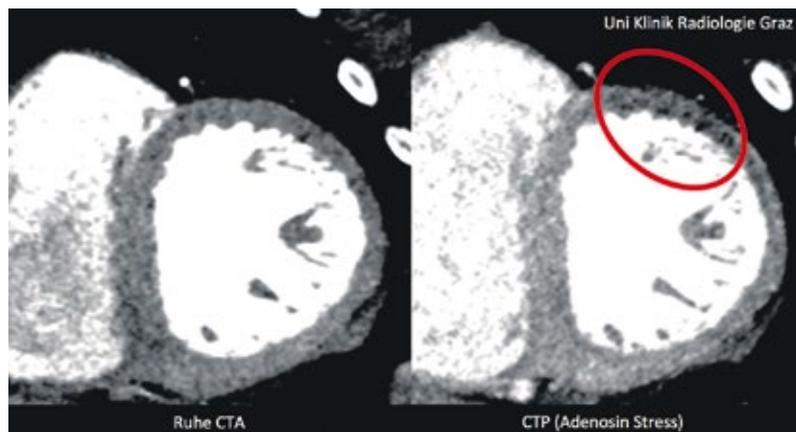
Myokardiale CT-Perfusion mit reversiblen Myocard-Perfusionsdefekt der basalen Linksventrikel-Vorderwand. Links Abbildung unter Ruhebedingungen vor und rechts unter Stressbedingungen während i.v.-Adenosin-gabe
